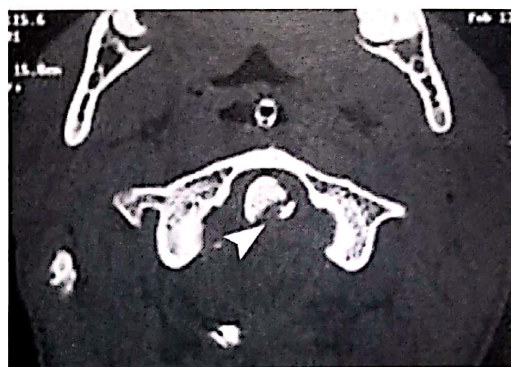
Fractură de odontoidă tip I – imagine CT axială.
